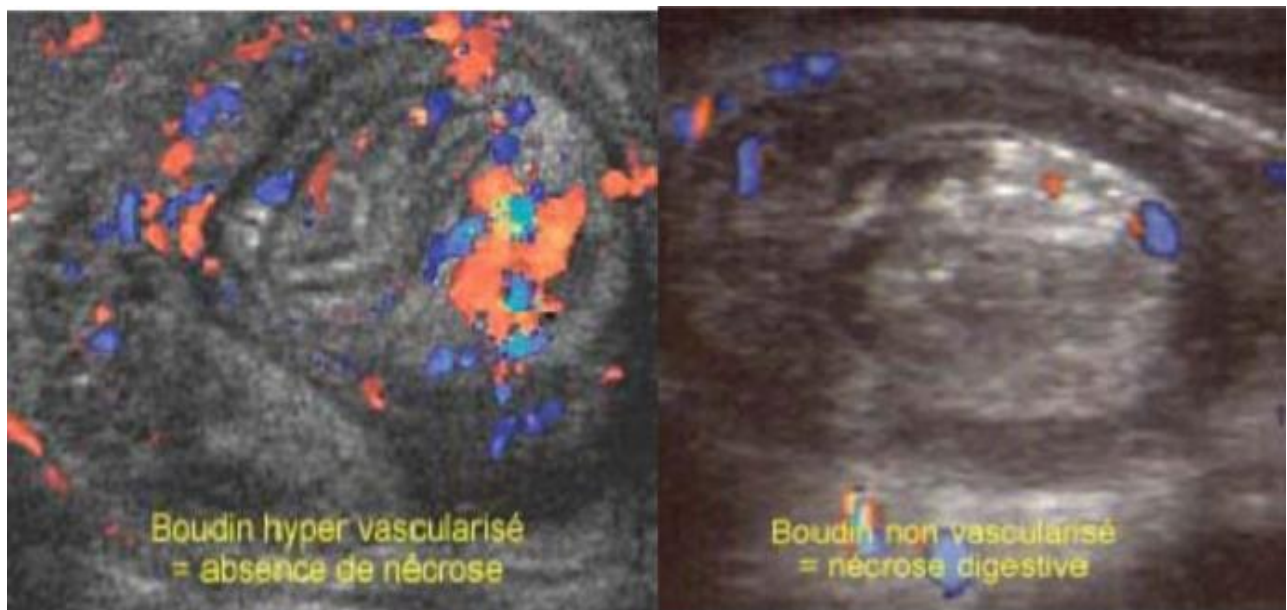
Vascularisation en Doppler couleur (souffrance digestive +++)
